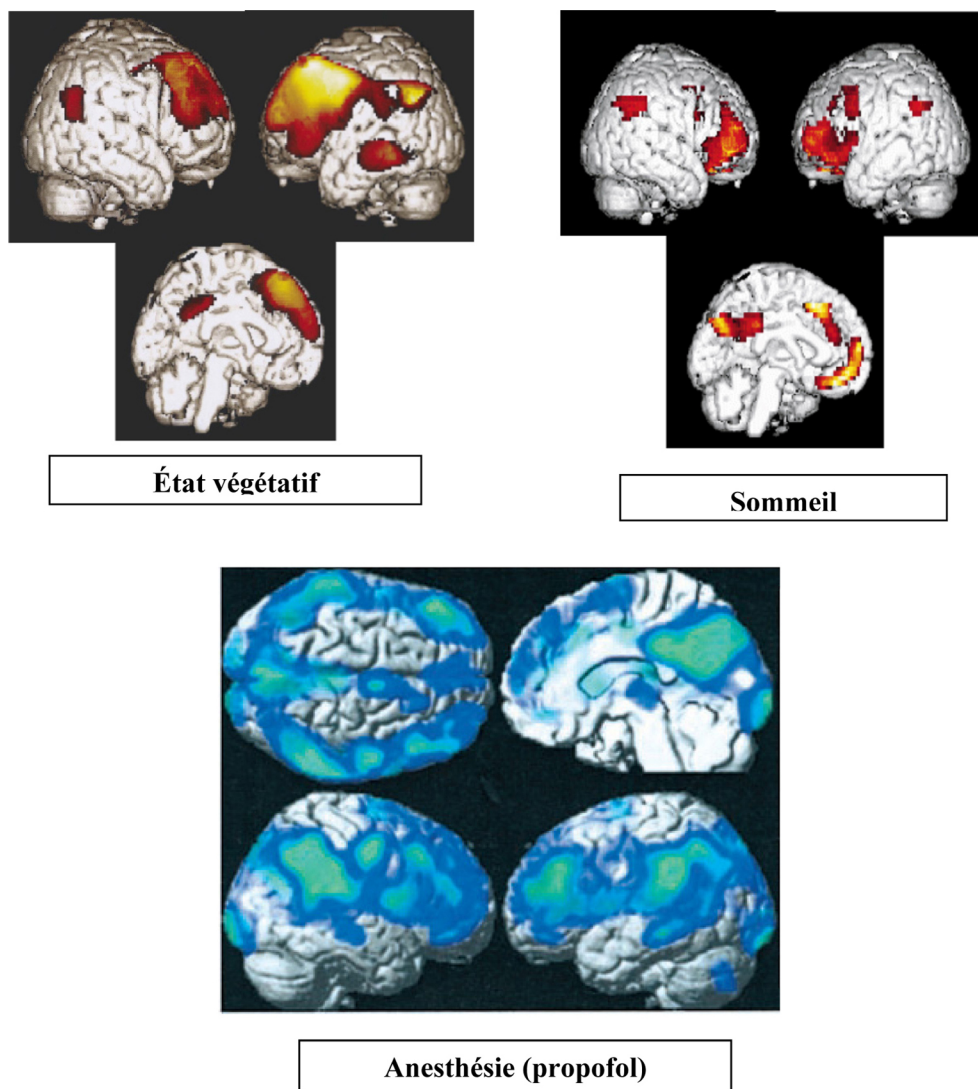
Réseau d'aires cérébrales associatives hétéromodales frontales et pariétales latérales et médianes montrant une diminution de métabolisme en tomographie à émission de positons au fluorodesoxyglucose marquée au fluor 18 chez quatre sujets végétatifs par rapport à des témoins sains éveillés (en haut à gauche en orange), ou une diminution du débit sanguin cérébral régional chez 11 sujets en sommeil lent (en haut à droite en orange) et chez huit sujets anesthésiés par propofol (en bas en bleu-vert), par rapport aux mêmes sujets éveillés en tomographie à émission de positons à l'eau marquée à l'oxygène 15. Figure adaptée de [11-13]
